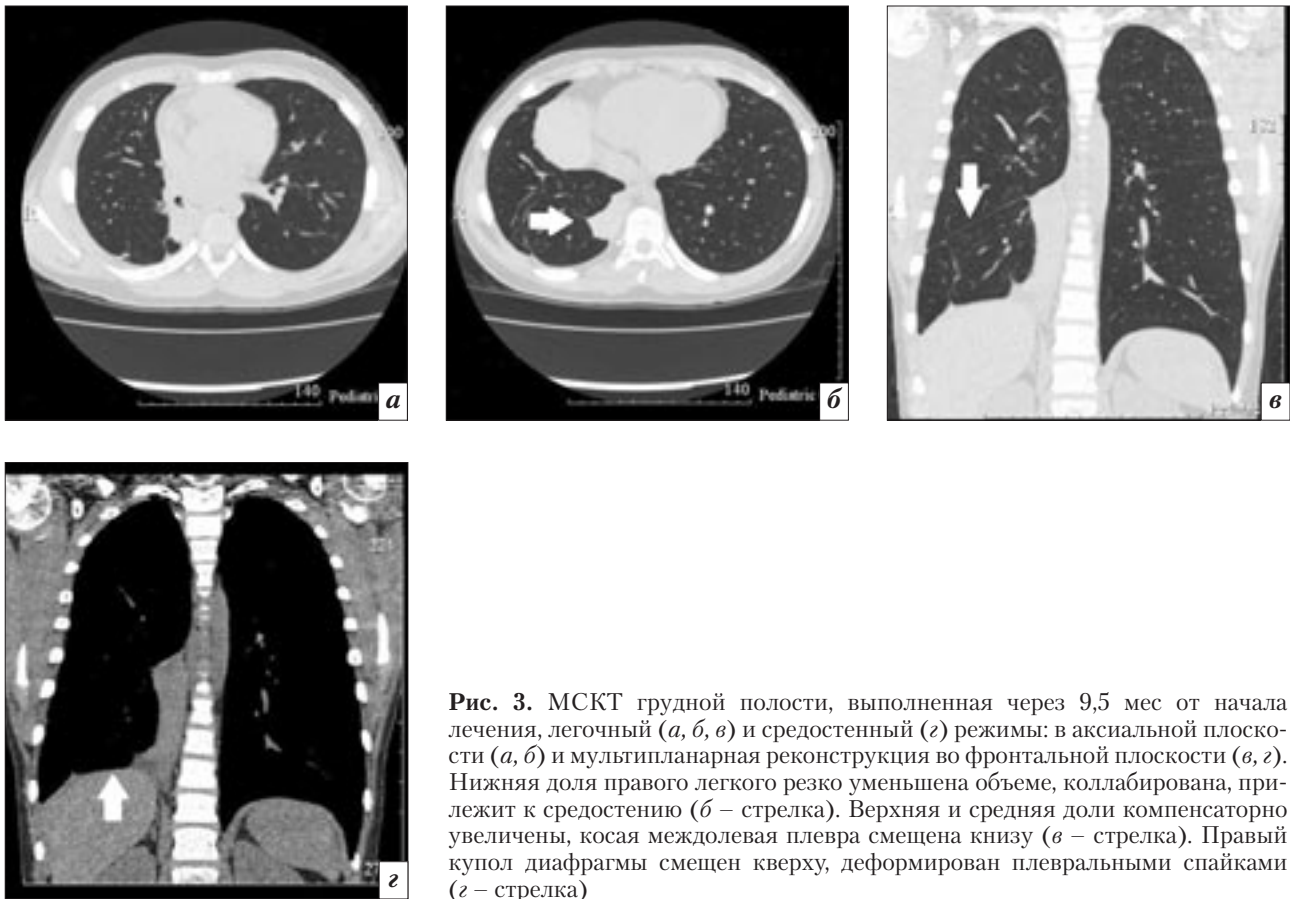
МСКТ грудной полости, выполненная через 9,5 мес от начала лечения, легочный (а, б, в) и средостенный (г) режимы: в аксиальной плоскости (а, б) и мультипланарная реконструкция во фронтальной плоскости (в, г). Нижняя доля правого легкого резко уменьшена объеме, коллабирована, прилежит к средостению (б – стрелка). Верхняя и средняя доли компенсаторно увеличены, косая междолевая плевра смещена книзу (в – стрелка). Правый купол диафрагмы смещен кверху, деформирован плевральными спайками (г – стрелка)
